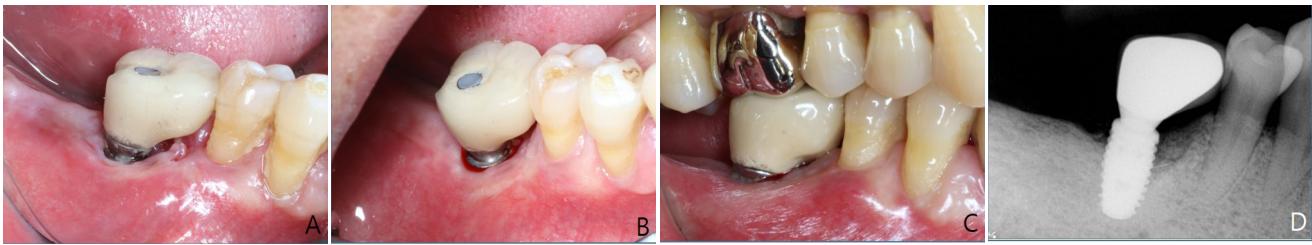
A. Stitch-out is performed at 2 weeks after implant surface decontamination, with no specific complications observed. B. At the 2-month follow-up, partial exposure of the implant surface due to gingival recession is noted, but the patient reports no discomfort. C and D. At the 5-month follow-up, clinical photograph and radiograph show healthy peri-implant soft tissue without signs of inflammation, and bone fill is observed in the defect area.
